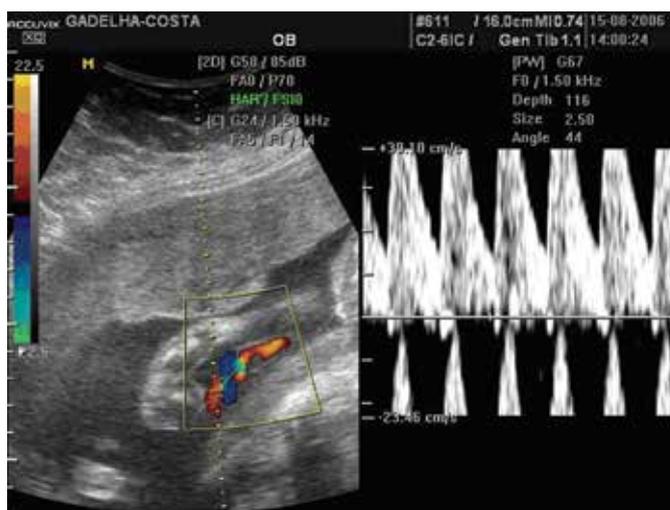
Aliasing na dopplervelocimetria na artéria umbilical. As ondas espectrais partidas impedem a obtenção dos parâmetros dopplervelocimétricos
